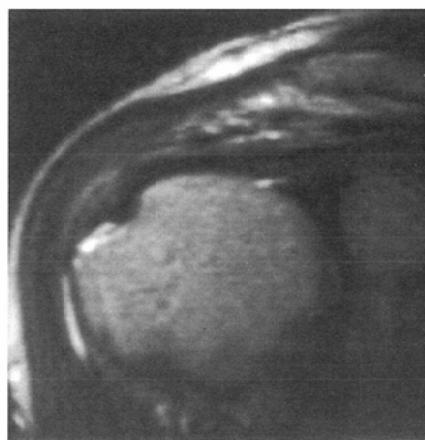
A high signal area is observed at the muscle-tendon junction : (A) oblique coronal T2-weighted image, and (B) oblique sagittal T2-weighted image. This area looks like an abnormal lesion on the oblique sagittal image, but is supposed not to be a tear.
